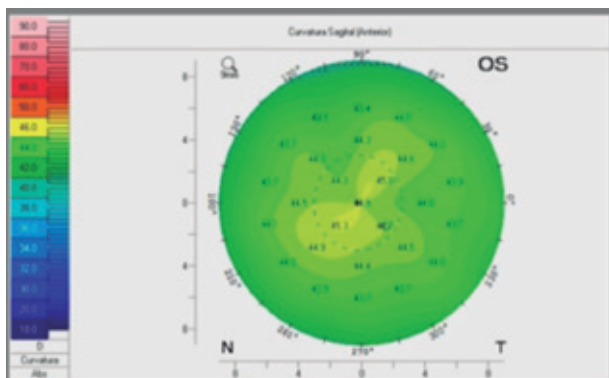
Manutenção do astigmatismo oblíquo na tomografia corneana do OE
